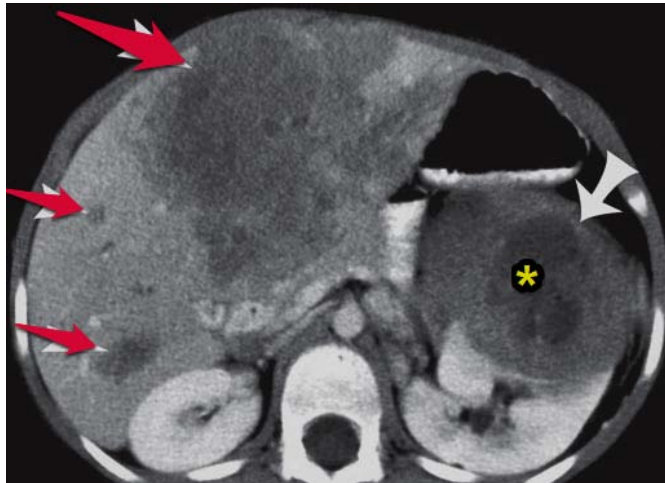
Néphroblastome métastatique chez un garçon de 4 ans [77]. La TDM avec injection de produit de contraste montre la masse primitive rénale gauche (étoile) avec de multiples masses hépatiques hypodenses (flèches rouges) de tailles variables.
